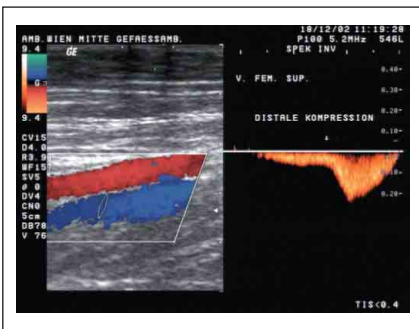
Nach distaler Kompression Zunahme des Flusses im Doppler
